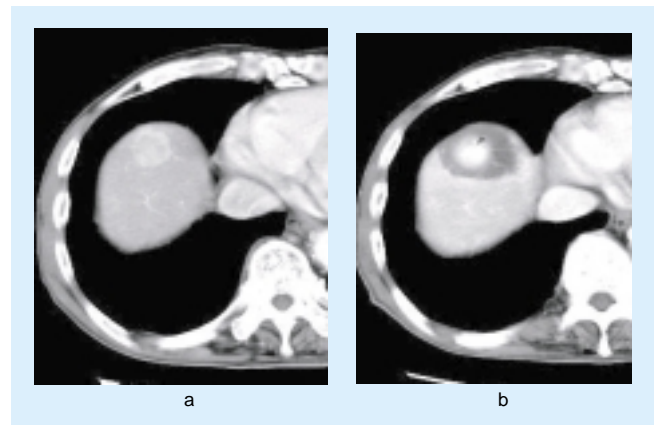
図17の症例のPARTAE施行前後の造影CT
